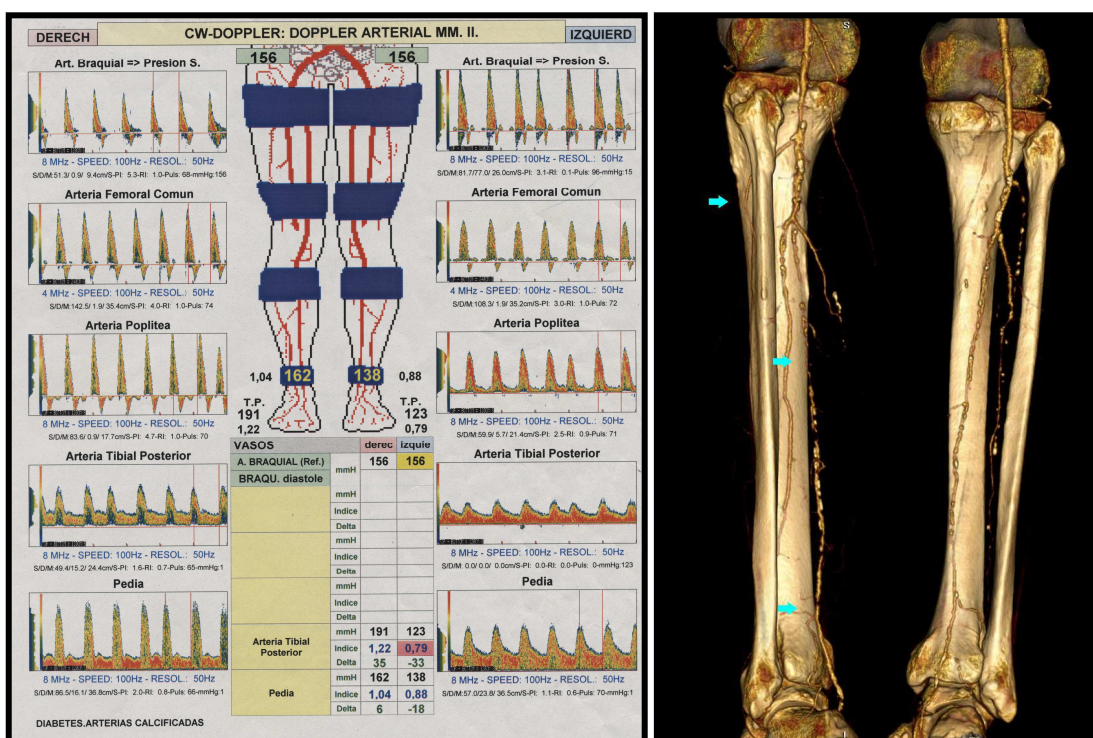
Correlación doppler - AngioTAC: severa patología distal bilateral en un paciente diabético, con mayor afectación del miembro inferior izquierdo (flechas). Fuente: Servicio de Angiología y Cirugía Vascular. Hospital Universitario Miguel Servet. Zaragoza. España.
